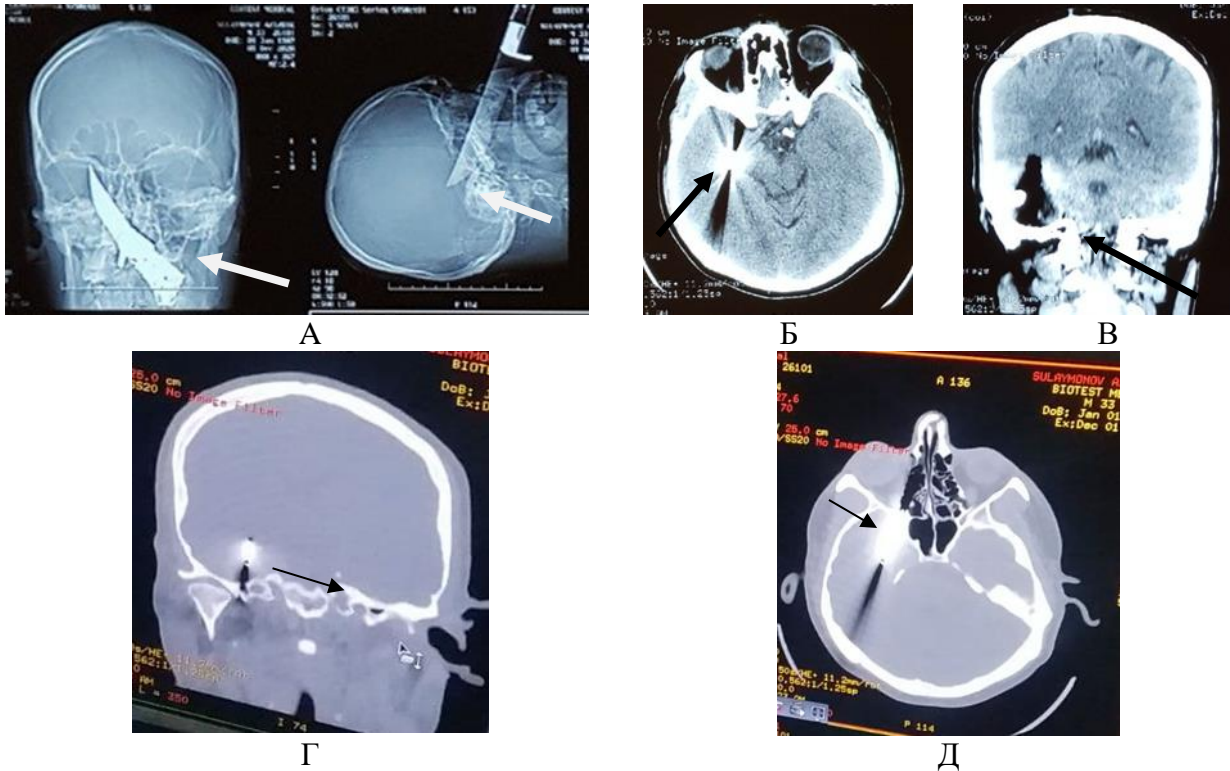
МСКТ черепа в костном и мозговом режиме.
